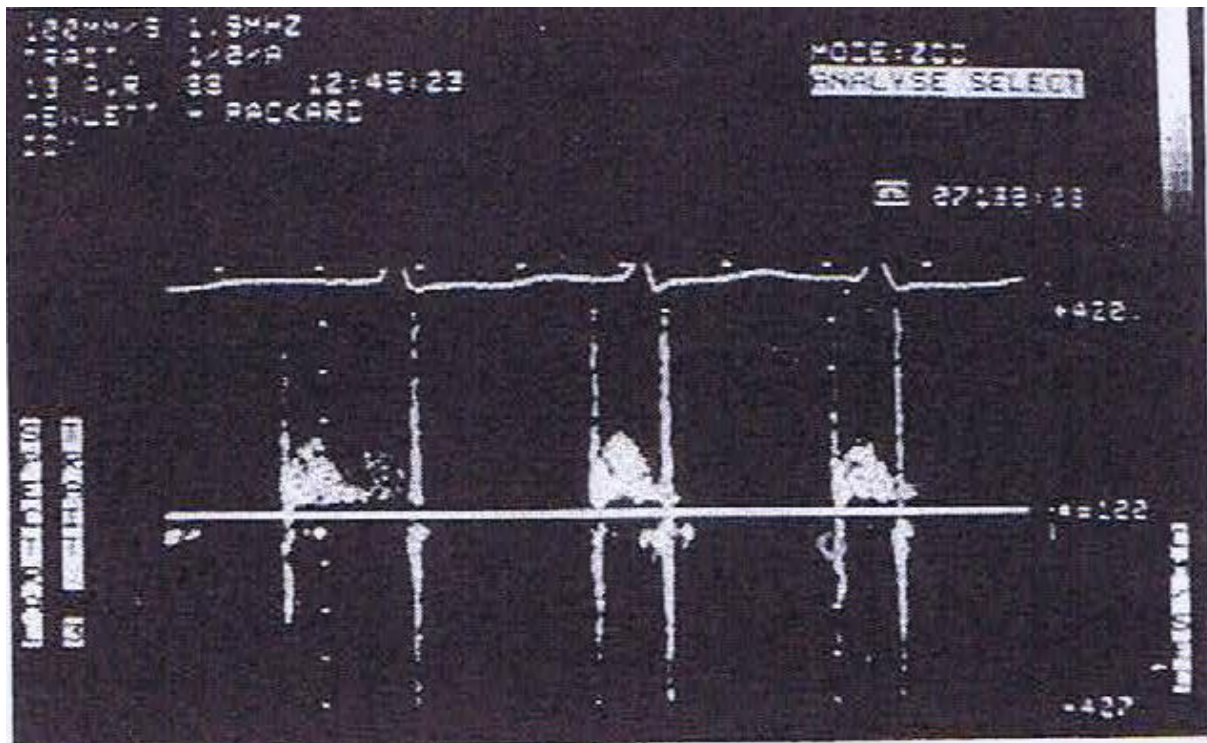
Thrombus enclavé de façon intermittente dans une prothèse de Starr en position mitrale en rythme sinusal. L'enregistrement du flux doppler continu de remplissage montre des variations de durée d'un cycle à l'autre.
